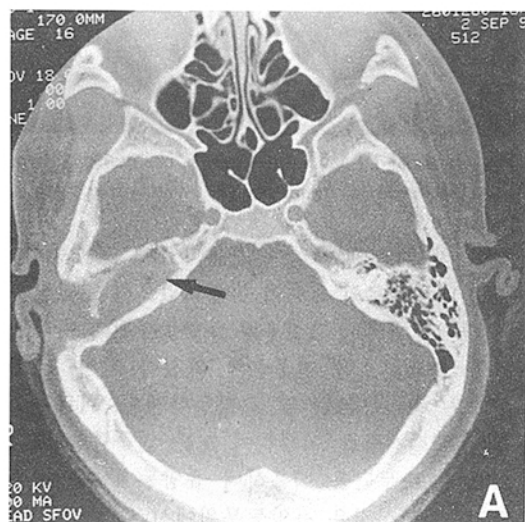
Postoperative Axial CT(A) and Coronal CT(B) 2 months after operation. There was no evidence of residual cholesteatoma. It was noted that mastoid cavity was obliterated with soft tissue density.
